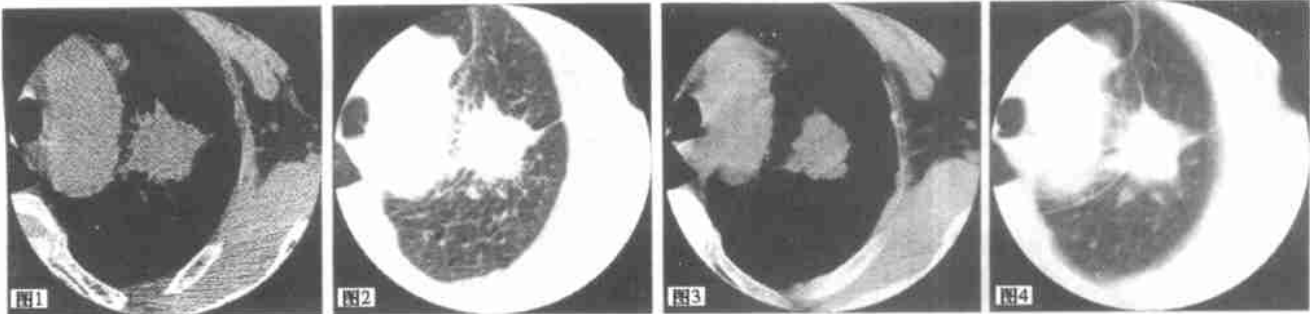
~2 HRCT 所得图像;图 3~4 同一病灶靶重建所得图像
